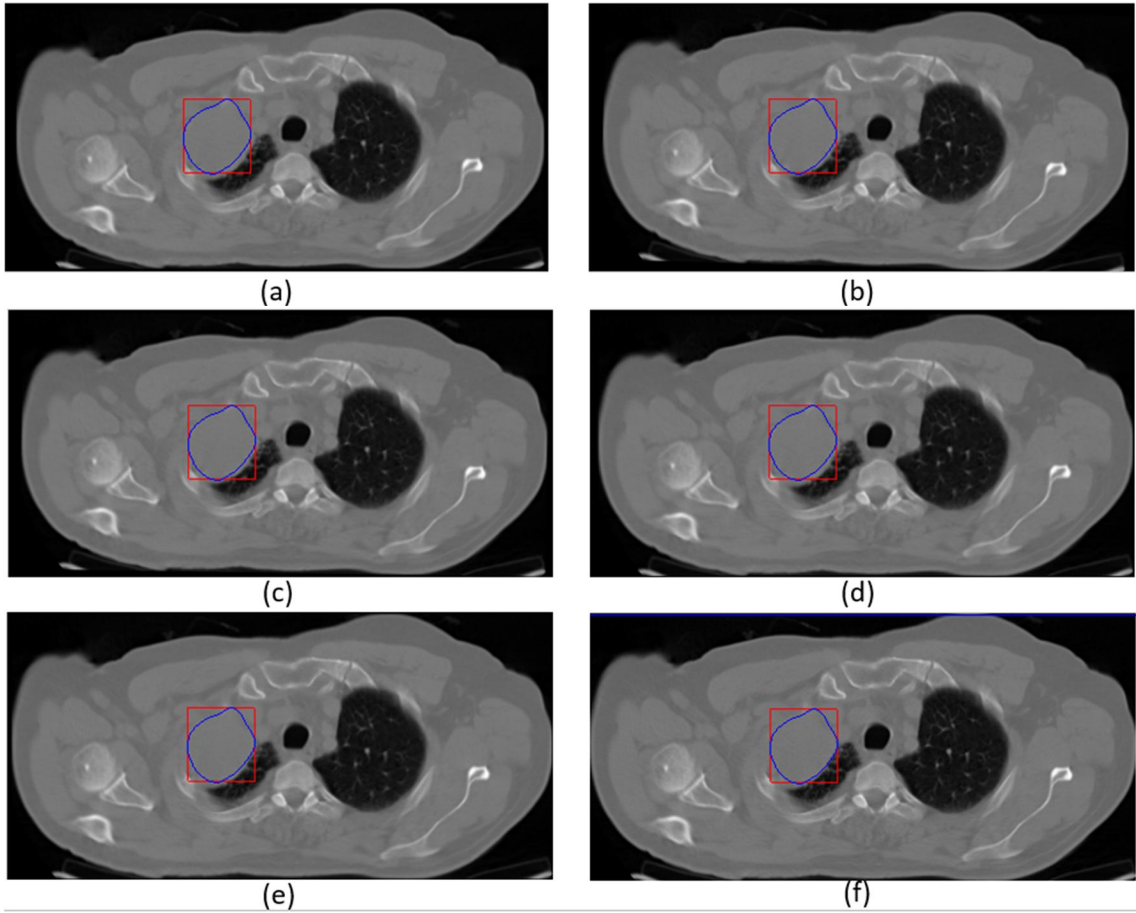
PET görüntüsü üzerinde bölütlenen tümörün BT görüntülerinde gösterimi. Geometrik dönüşümler; (a) dönme, (b) katı cisim, (c) benzerlik ve (d) affine.
